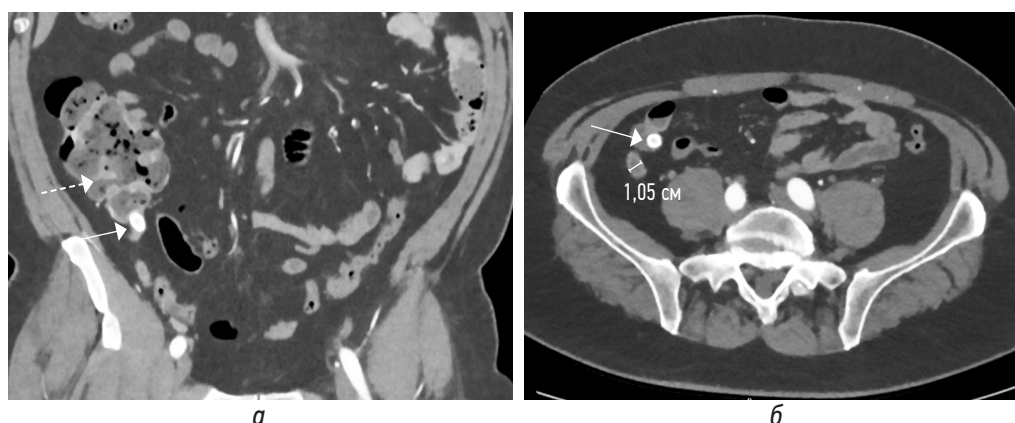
КТ-изображения во фронтальной (а) и аксиальной (б) плоскостях в артериальную фазу. При КТ-ангиографии случайно выявлен аппендиколит в устье аппендикулярного отростка (стрелки) с увеличением диаметра аппендикса до 10 мм, без клинико-лабораторных данных за острое воспаление. Купол слепой кишки (а, пунктирная стрелка)
